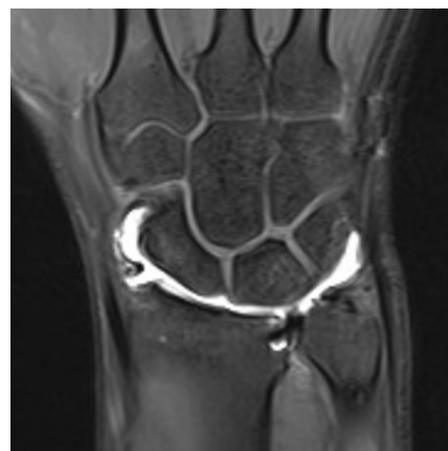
Imágenes de la artrografía por RM postoperatoria (el contraste se observa solo en la articulación radiocarpiana, sin pasar a la articulación radiocubital distal).
